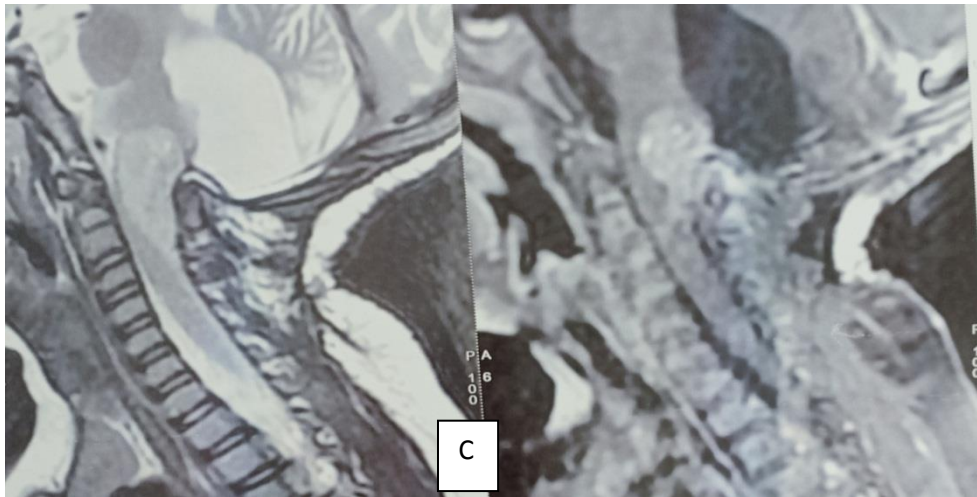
C): IRM post opératoire coupe sagittale en T2 et en T1 injecté avec présence d'un reliquat infiltrant le tronc cérébrale.
